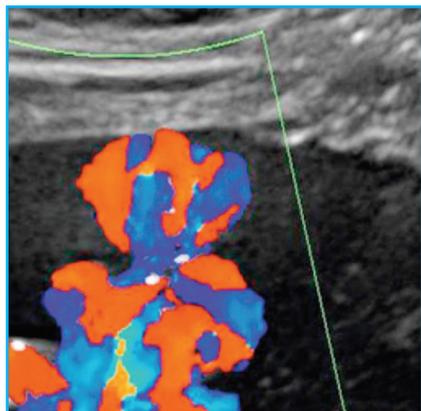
Image Doppler couleur montrant les cordons ombilicaux enchevêtrés de jumeaux mono-amniotiques monochorioniques.
